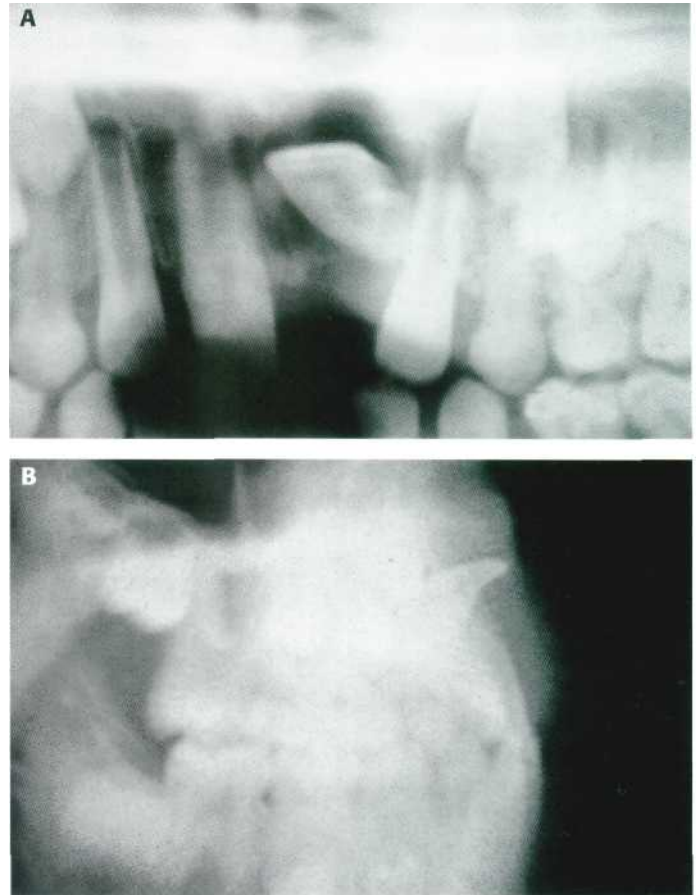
Traumatismo en la zona incisal superior que produce distopia y dismorfia del 2.1. (A) Detalle de la ortopantomografía. (B) Detalle de la radiografía lateral de cráneo.
